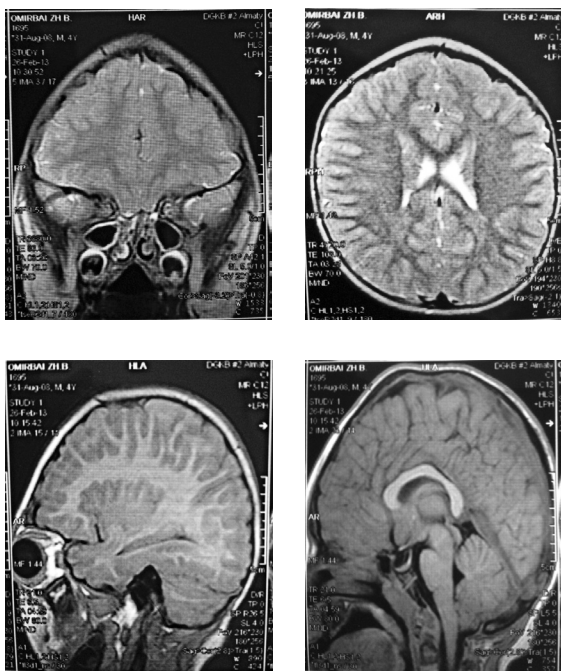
МРТ-картина пациента О.Б.
